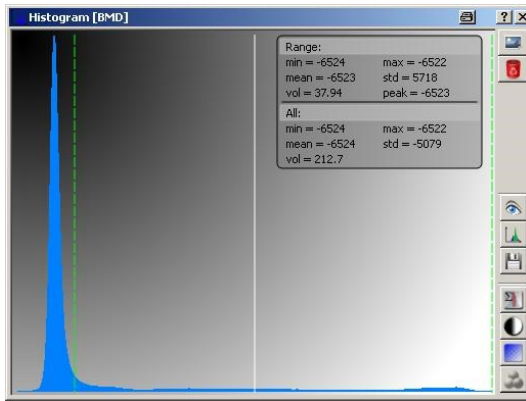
Darstellung des Grauwertistogramms mit typischem *peak* durch Luft bei geringen Röntgenschwächungswerten
